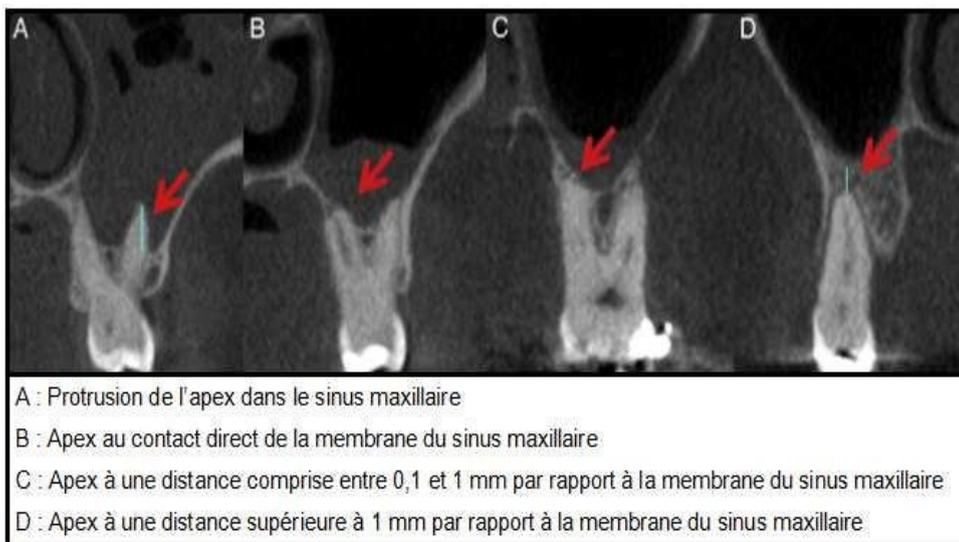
Coupes de CBCT montrant la proximité entre l'apex d'une dent postérieure maxillaire et le plancher du sinus maxillaire (175)
